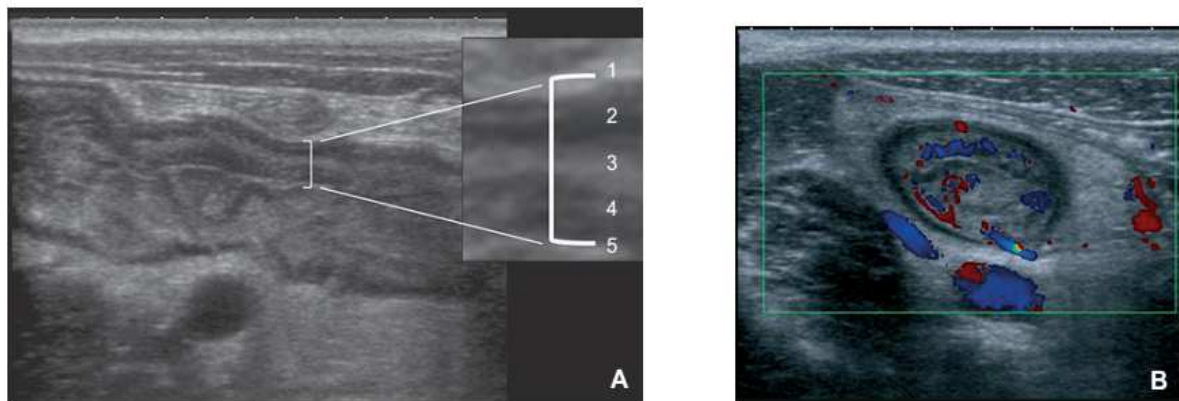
Échographie : iléite terminale d'un Crohn. [88]
